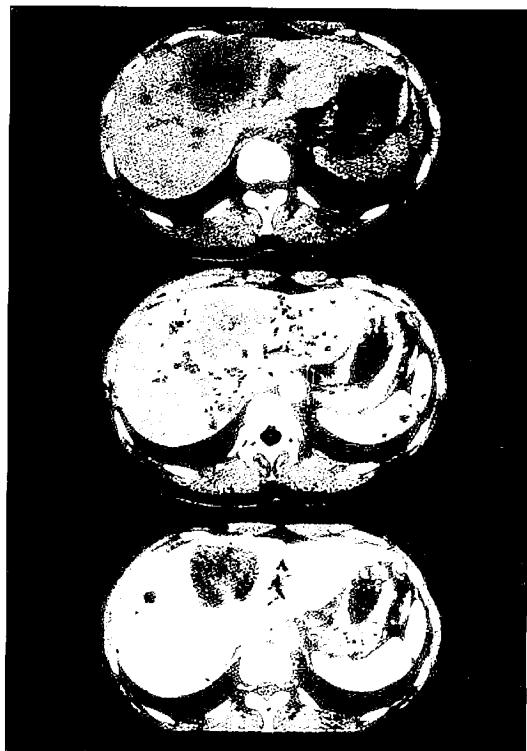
a.単純CT b.Dynamic CT 早い相 c.Dynamic CT 遅い相。S4の大きなmassは、早い相で辺縁がisodensityとなり境界が不明瞭化し、遅い相で境界が明瞭化している。S8の小さなlow density massは、早い相では指摘できず、遅い相で描出される。(low density → isodensity → low densityのパターン)
